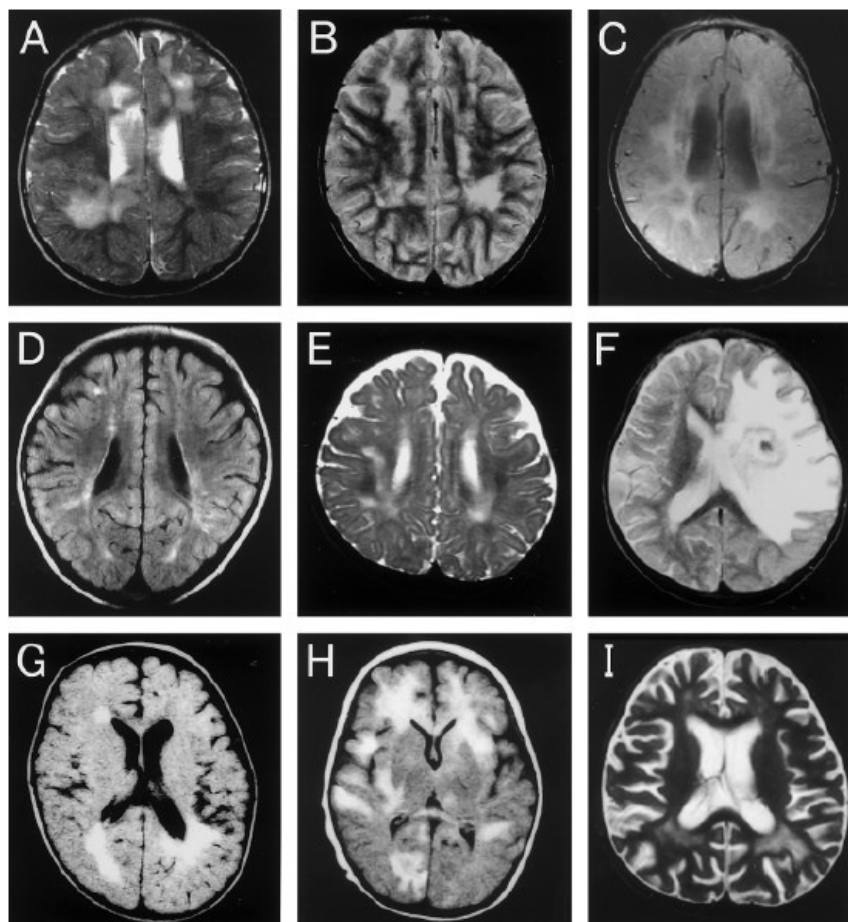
Typische fleckige weiße Veränderungen bei HLH-Patienten; A,B,E,F ,I: T2-Gewichtung / C,D,H: FLAIR-Sequenz (Fluid Attenuated Inversion Recovery).(55)
